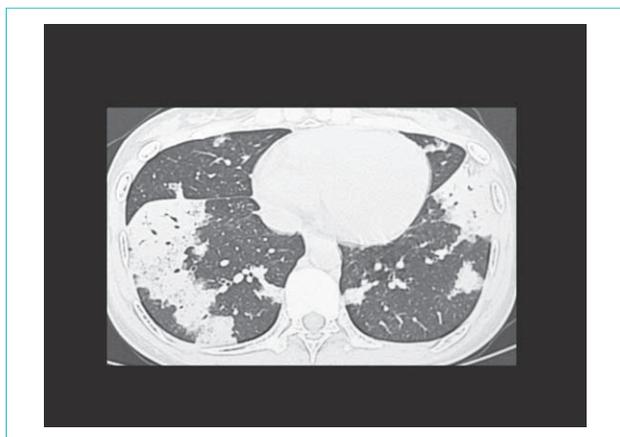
APAP の胸部 HRCT 像、地図状分布 (geographic distribution)
